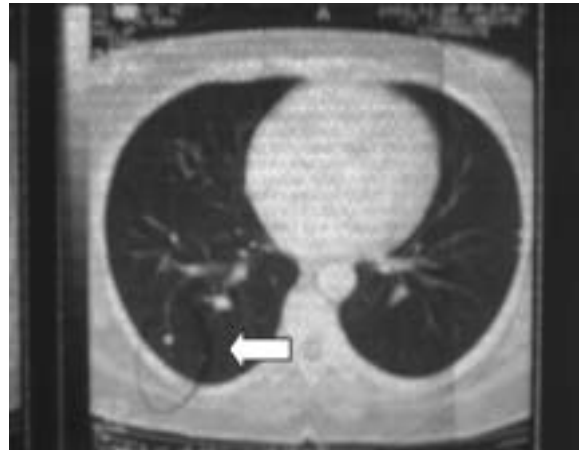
Tomografia computadorizada de tórax realizada após o tratamento mostrando imagem sugestiva de metástase pulmonar (seta).
